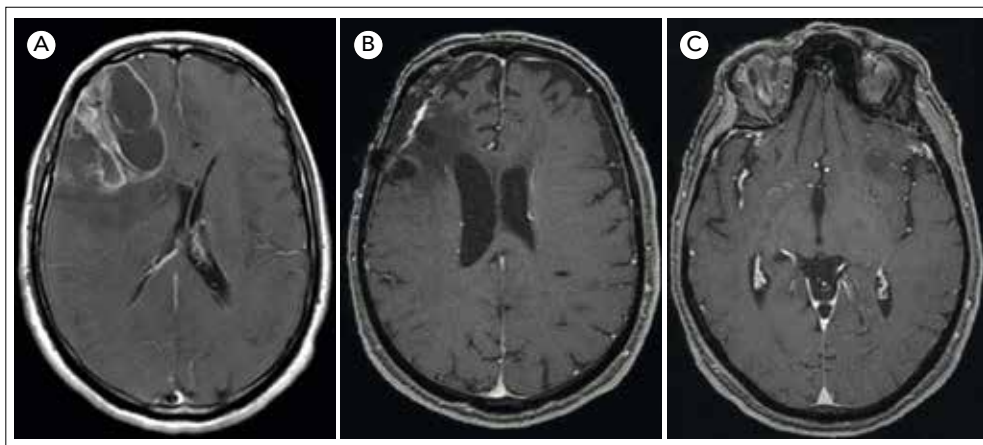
A) Imagen de resonancia magnética nuclear (RMN) diagnóstica T1 + Gd, en la que se observa una lesión frontal derecha multilobulada con captación de contraste en anillo calloso. B-C) Imagen de RMN de control posquirúrgico en la que se objetiva la ausencia de la lesión frontal derecha intervenida y la nueva lesión en la región insular izquierda, hipointensa T1 y sin captación de contraste
